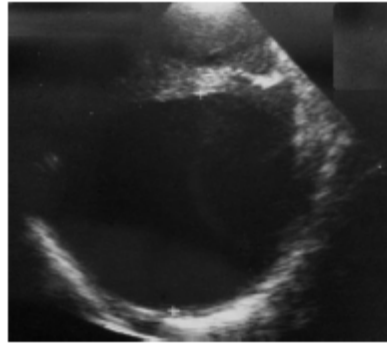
Collection abcédée anéchogène au sein du parenchyme hépatique mise en évidence par l'échographie au cours d'une amœbose hépatique
